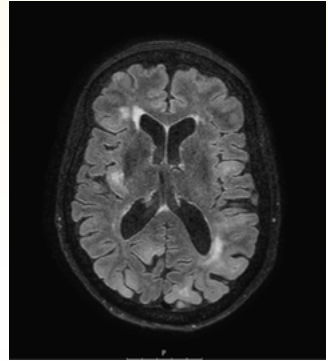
RMN cerebral en secuencia T1 que muestra lesiones hamartomatosas bilaterales, bandas lineales periventriculares y nódulos subependimarios
